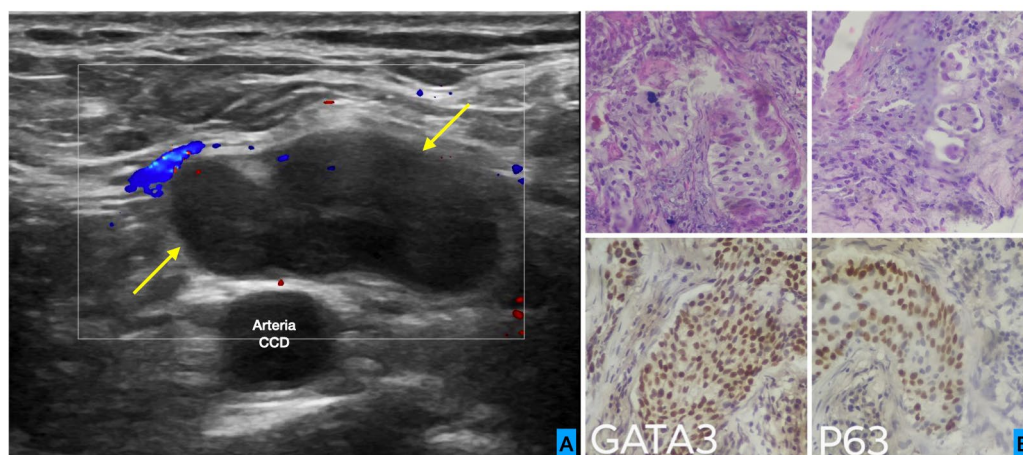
A. Adenomegalia supraclavicular derecha, marcadamente hipoecogénica, sin necrosis central, con pérdida de su hilio graso, señal doppler vascular negativa, sin tumefacción de tejidos laxos adyacentes. B. Anatomía patológica de la adenomegalia con proliferación de células atípicas positivas para metástasis de carcinoma urotelial.
